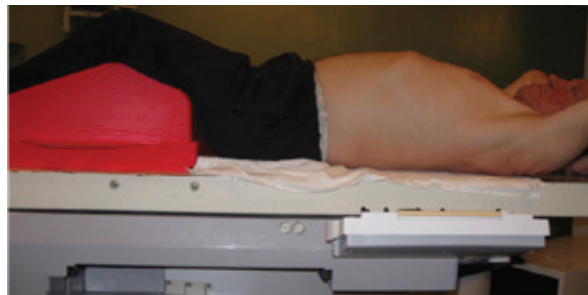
Положение пациента во время процедур планировочной компьютерной томографии
